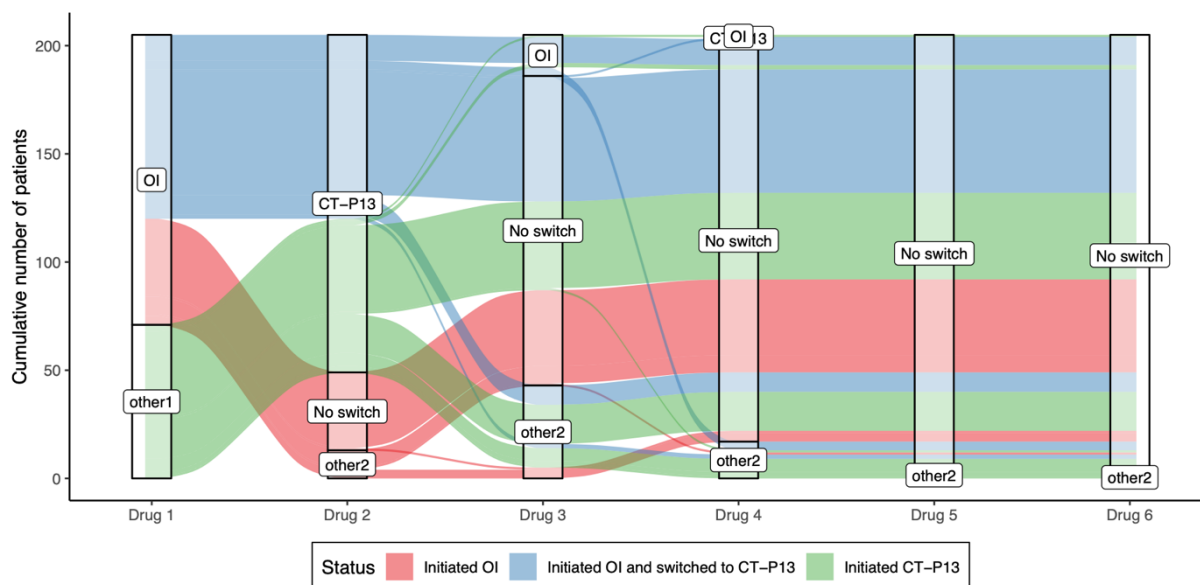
Changements dans le parcours de traitement des patients après l’instauration de l’infliximab (OI) ou du CT-P13
